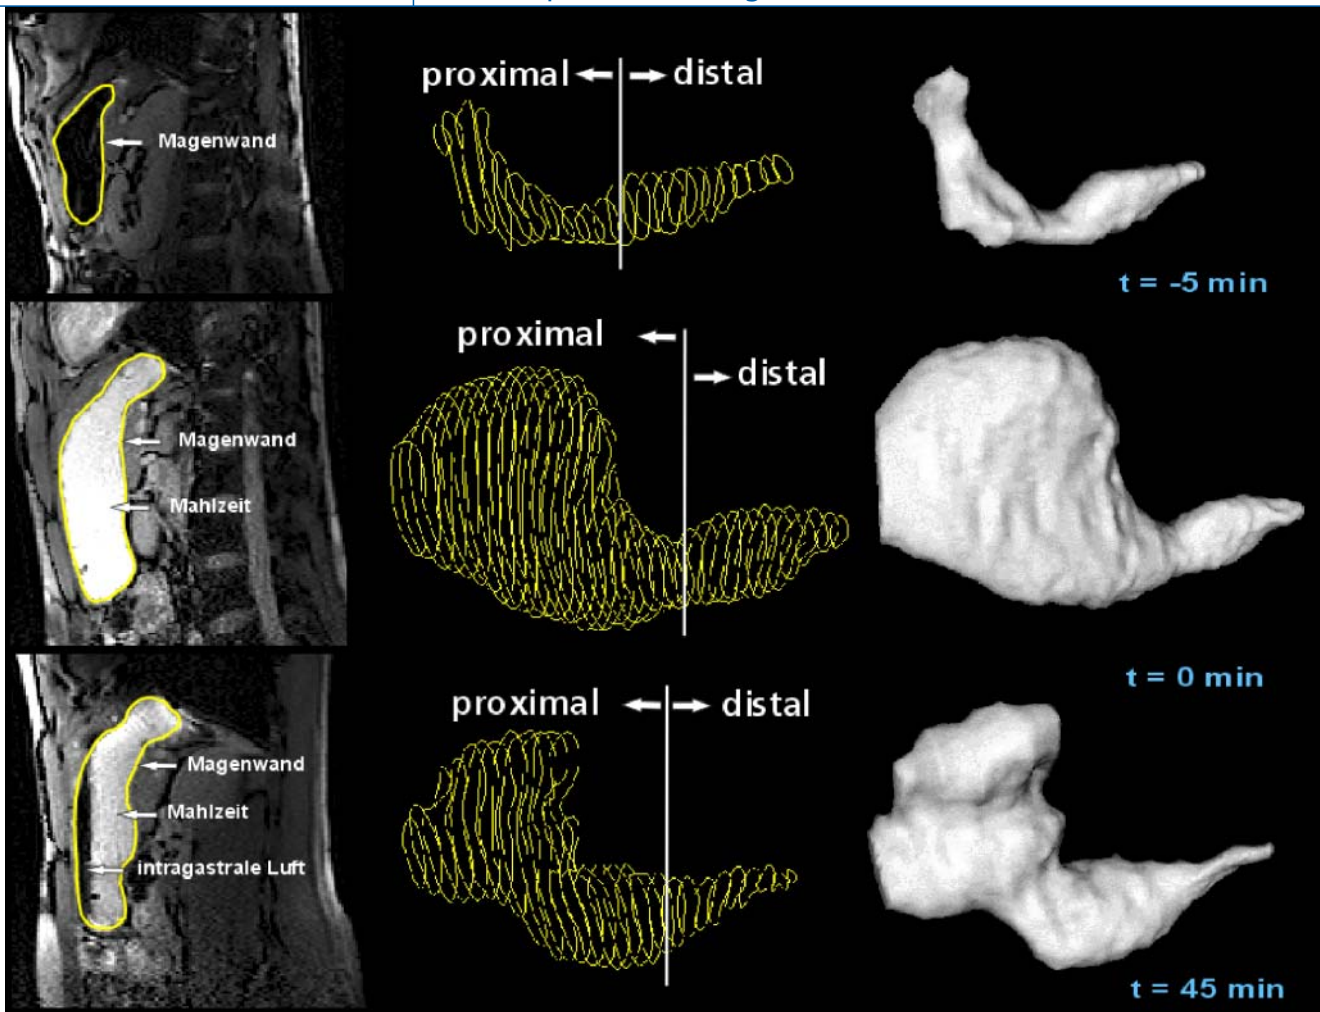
▲ Magen (umrandet): Mahlzeit und intra-gastrale Luft in sagittalen MRT-Bildern prä- ($t = -5$ min) und postprandial ($t = 0$ min) und nach 45 min
